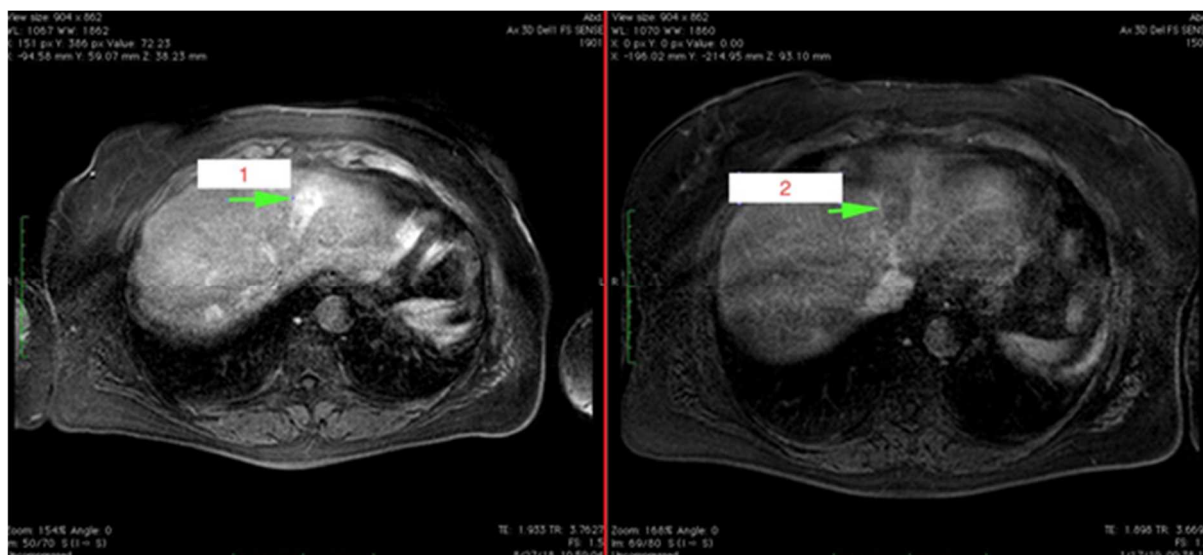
肝臓のフォーカスセグメント 4 の焼灼術域の効果の MRI コントロール (矢印)。TA の前 (1) および後 (2) の MRI。
